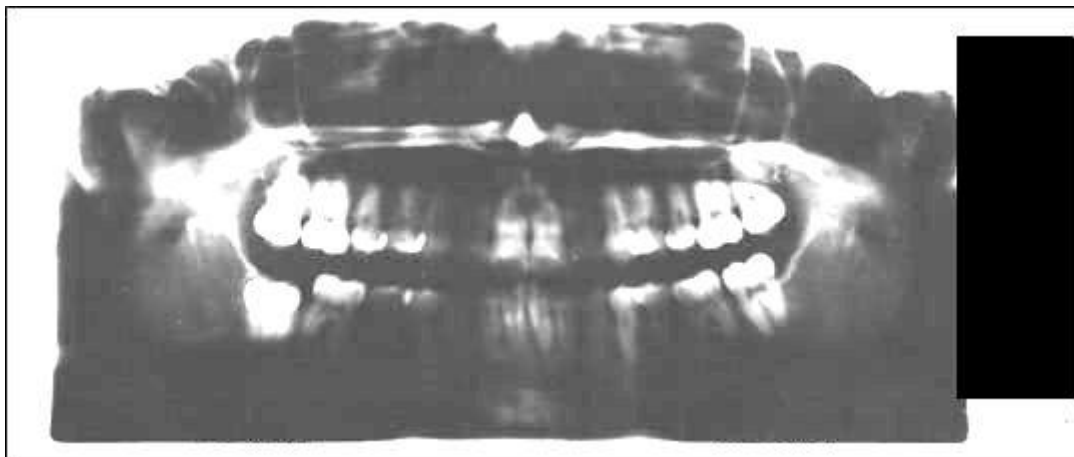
Arredondamento apical mostrado na radiografia panorâmica de acompanhamento.
